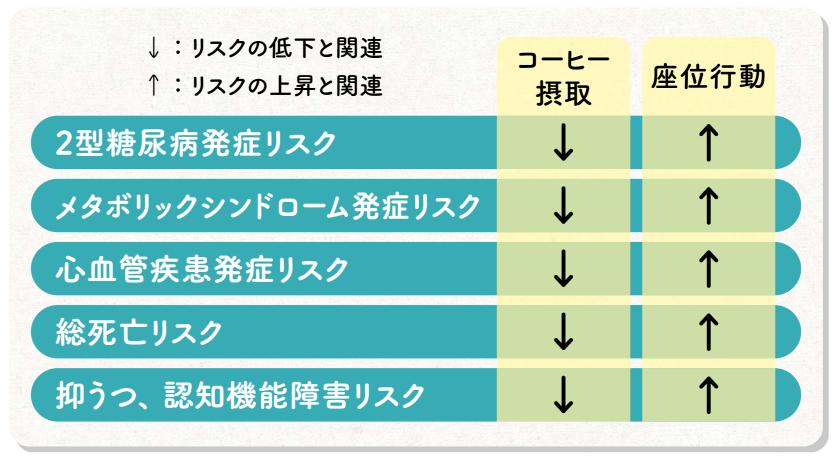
コーヒー摂取、 座りすぎと健康アウトカムの関連 出典: van Dam RM et al. N Engl J Med. 2020/
